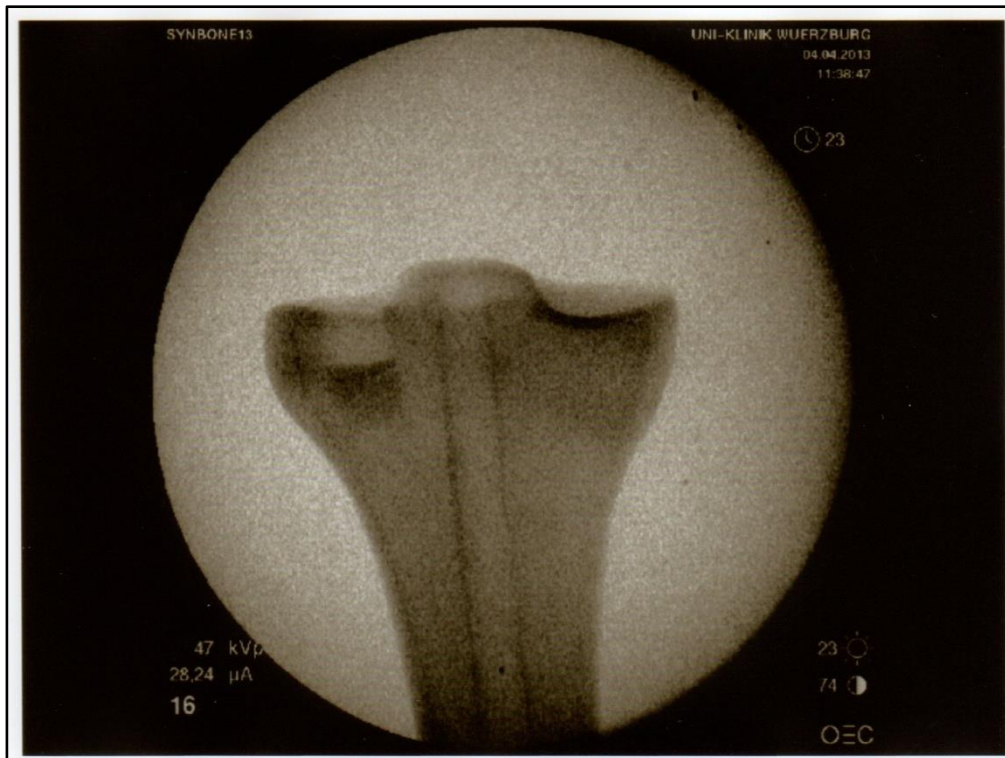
Die Abbildung zeigt das Röntgenbild einer Tibia nach der standardisierten Generierung der Impressionsfraktur.
